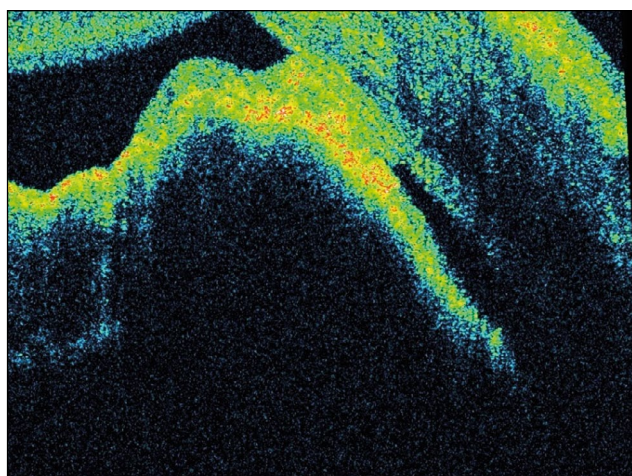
Оптическая когерентная томография радужки OD. Гиперрефлективный фокус роговицы, гиперрефлективная передняя синехия между эндотелием роговицы и гиперрефлективной поверхностью кисты.
